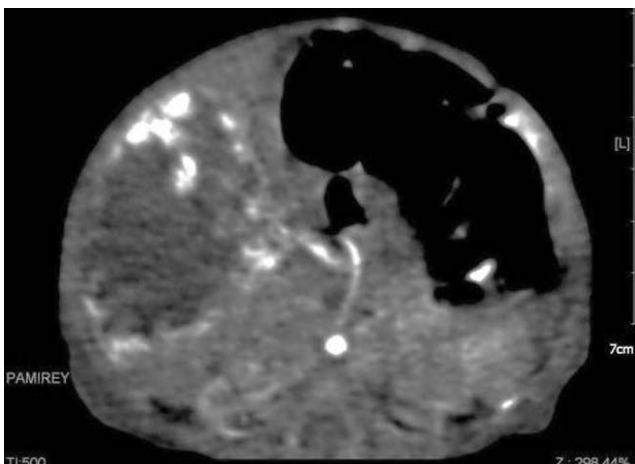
Дівчинка Ш., 1 місяць, фокальна гемангіома печінки. КТ з внутрішньовенним контрастуванням, аксіальна проекція. Пухлина локалізується у 5–6 сегментах, розмірами 74×48×50 мм, контраст накопичує лише по периферії, центральна частина гіподенсна, неоднорідна
